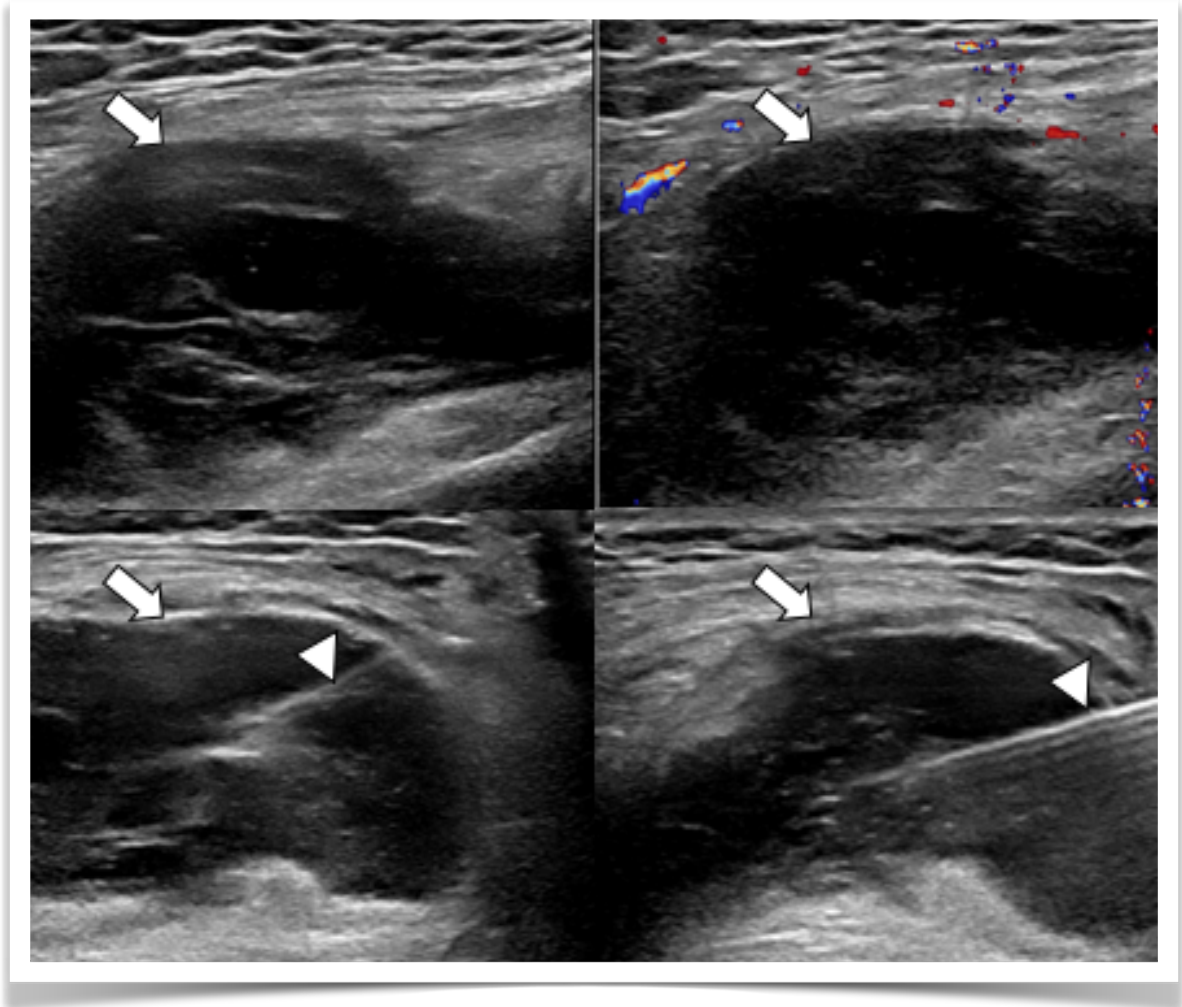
Punción diagnóstica de derrame articular guiado por US. Líquido anecogénico con debris ecogénico en receso subcuadricipital con aumento de vascularización periférica al Doppler color (flechas). Punción con aguja (cabeza de flecha).
